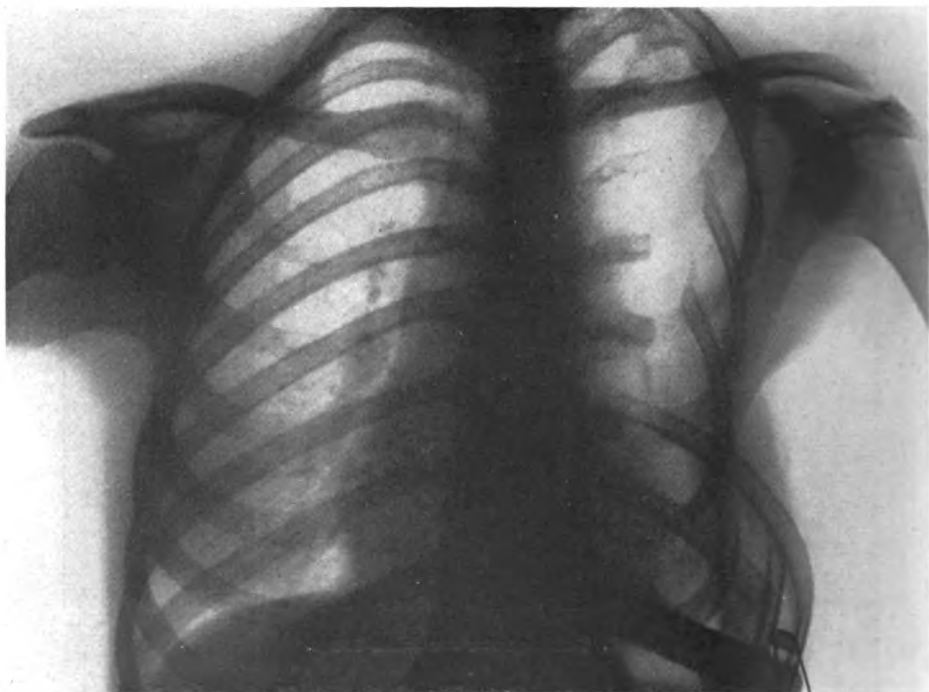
Röntgenaufnahme des Brustkorbes nach der operativen Entfernung der großen Geschwulst und nach der Nekrotisierung der ganzen linken Lunge. Die linke Brusthöhle ist teilweise operativ eingeengt.
